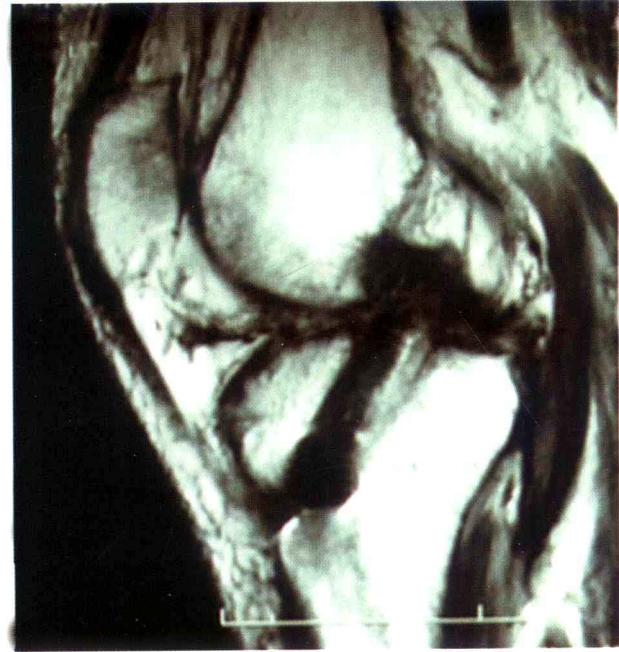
矢状位MRI片显示后交叉韧带胫骨侧隧道明显前置，存在明显的技术失误
